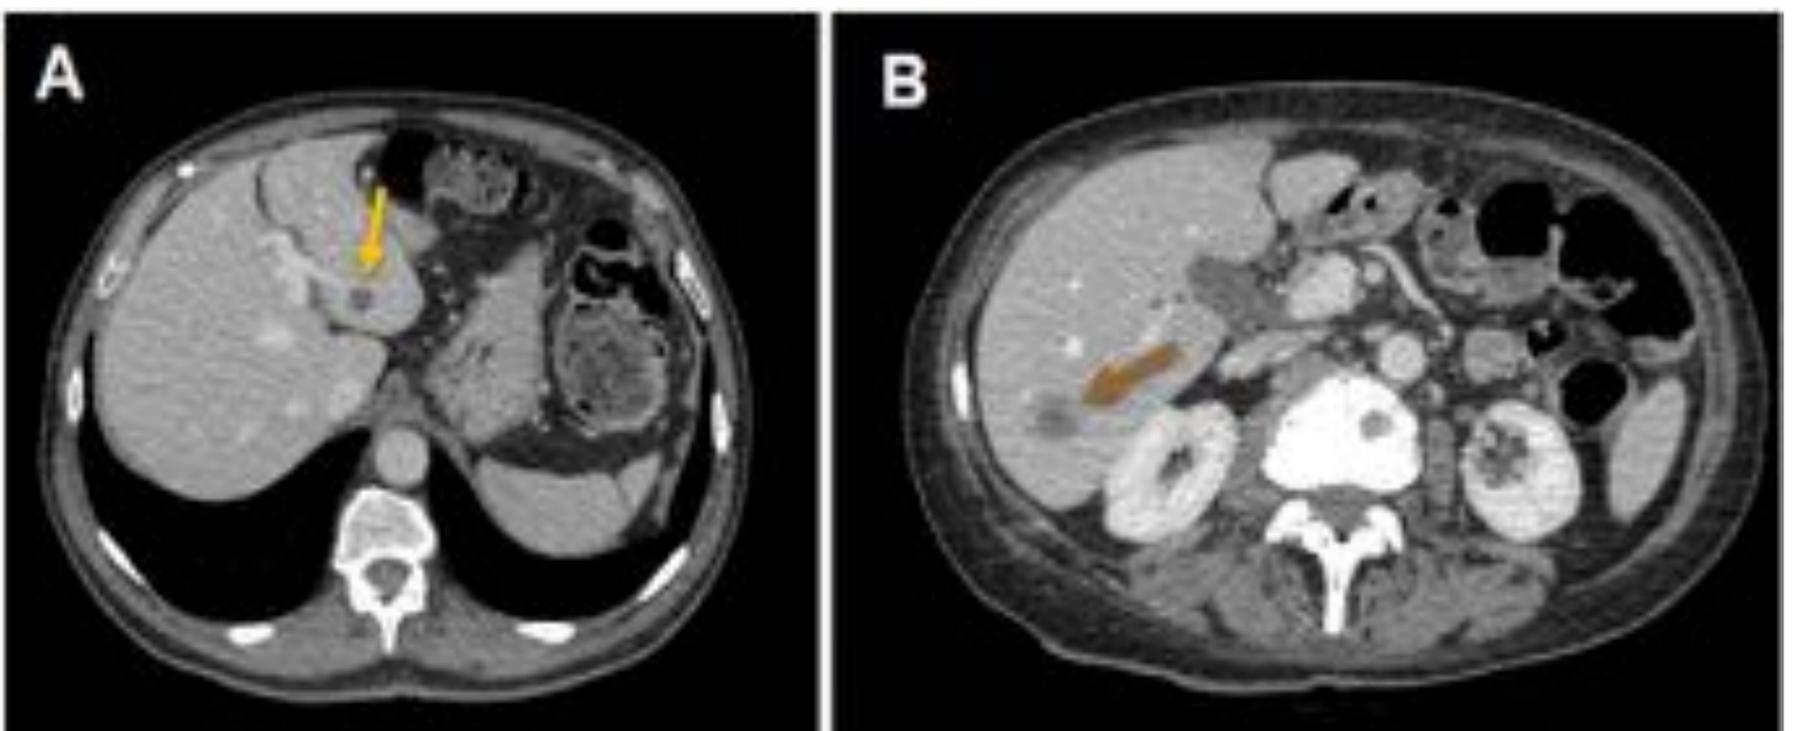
Cortes axiales de TC abdominal con contraste iv en fase portal hepática. Quiste hepático simple (A, flecha amarilla) y metástasis hepática (B, flecha marrón).
